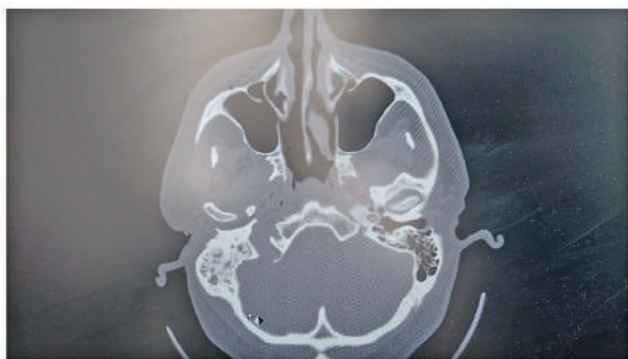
Снимки КТ [предоставлено авторами] / Computed tomography (CT) images [provided by the authors]
